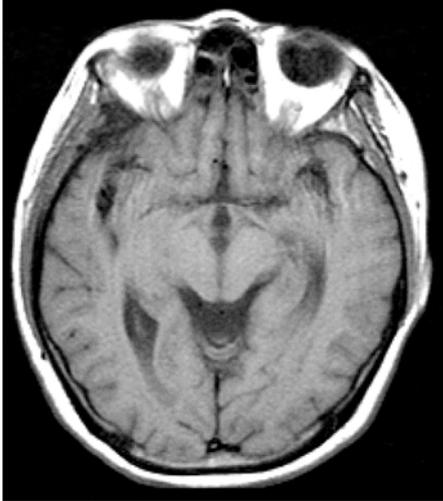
Disappeared PCNSL on T2 weighted magnetic resonance image after ASCT.
